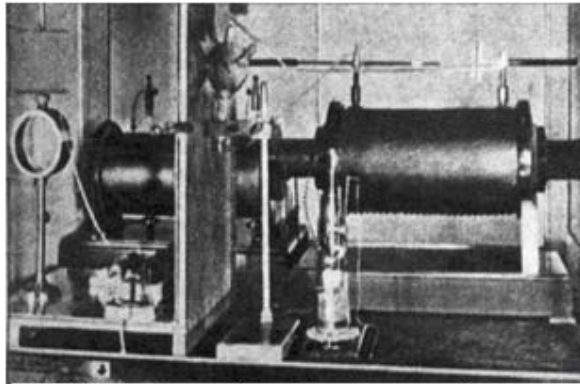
Equipo usado por Roentgen para obtener las primeras radiografías, en sus aspectos fundamentales no ha tenido variaciones mayores hasta hoy.
